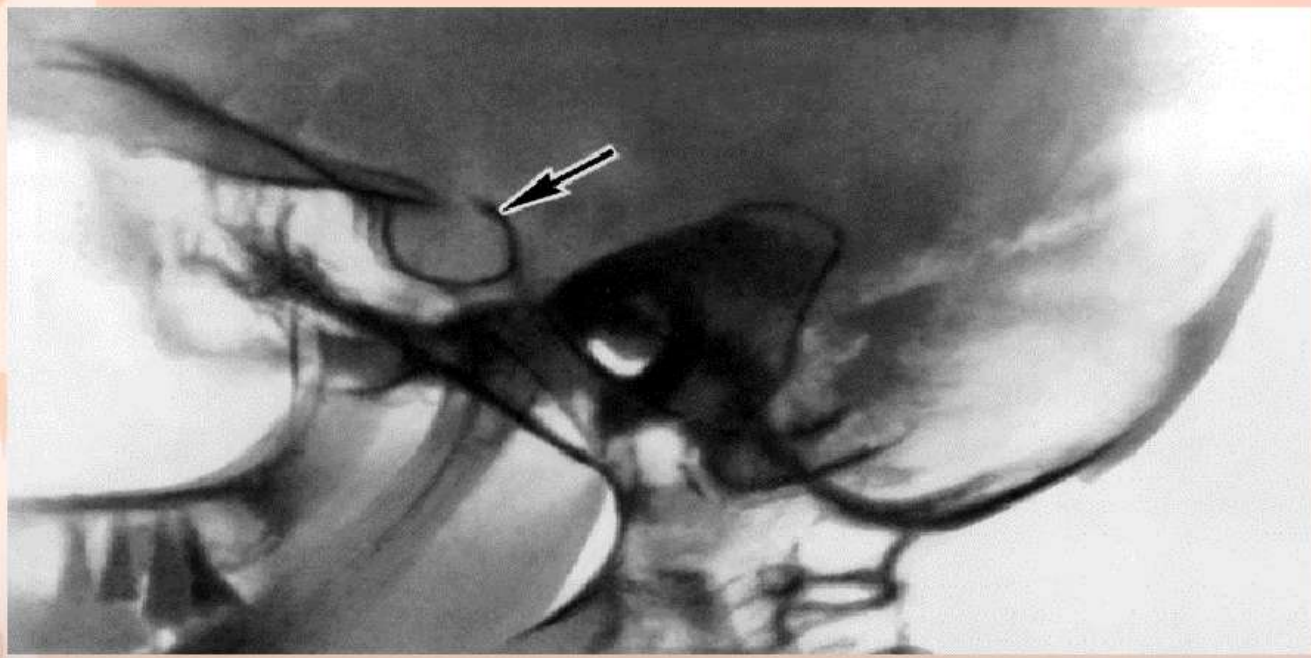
Рентгенограма черепа (бічна проекція) хворого з макропролактиномою: видно значне збільшення розмірів турецького сидла (стрілочка).
